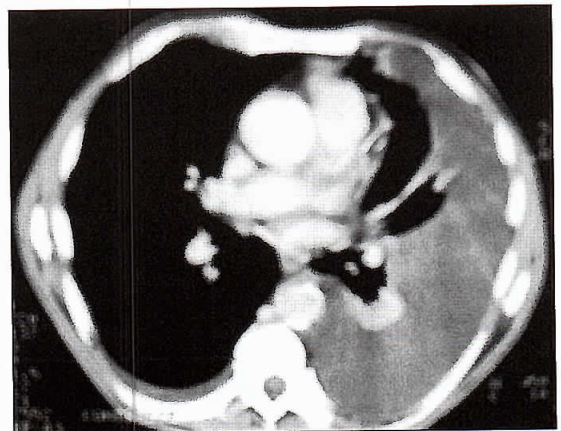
Tomografía Axial Computada de tórax que muestra extenso derrame pleural izquierdo y atelectasia por relajación.
